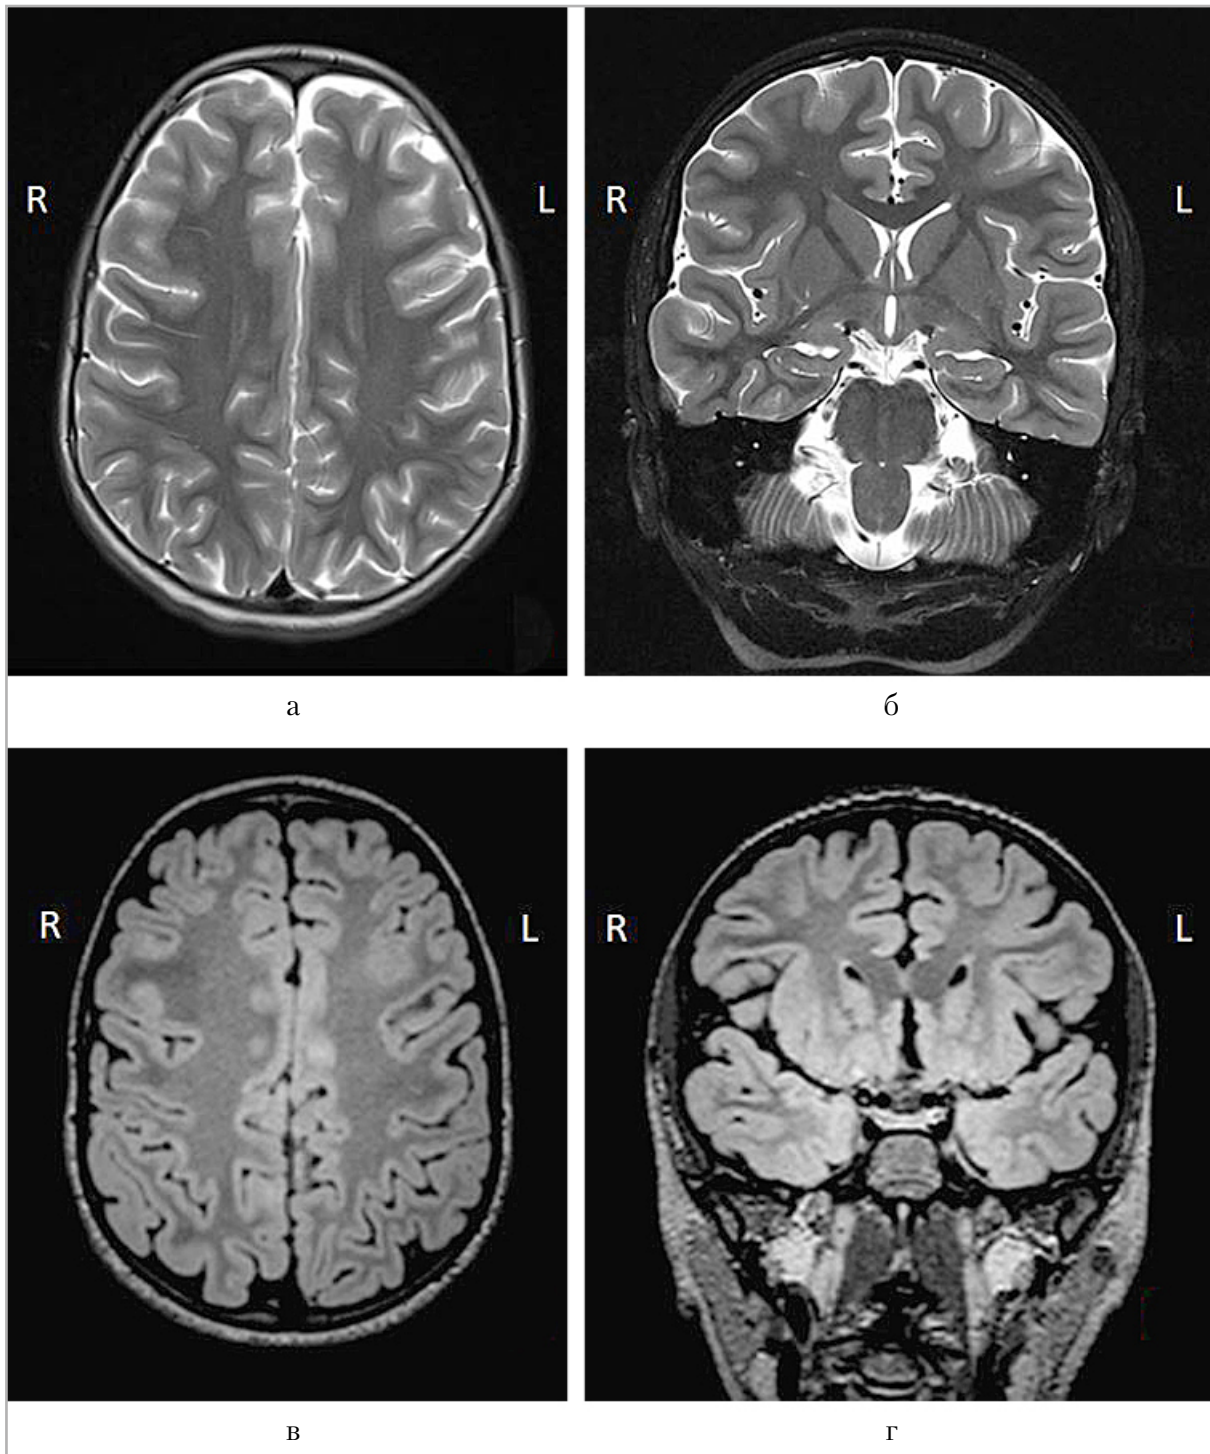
МРТ пациентки 12 лет с ФКД левой лобной доли: *а* — структурное T2-ВИ в аксиальной проекции; *б* — в коронарной проекции; *в* — структурное T2-FLAIR в аксиальной проекции; *г* — в коронарной проекции. МРТ визуально оценена как негативная
